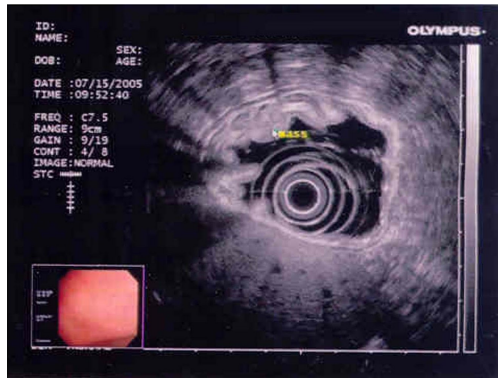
Endoscopic sonographic finding of case 1. It shows a round and relatively hypo-echoic mass occupying the submucosal layer, which has small anechoic components.
